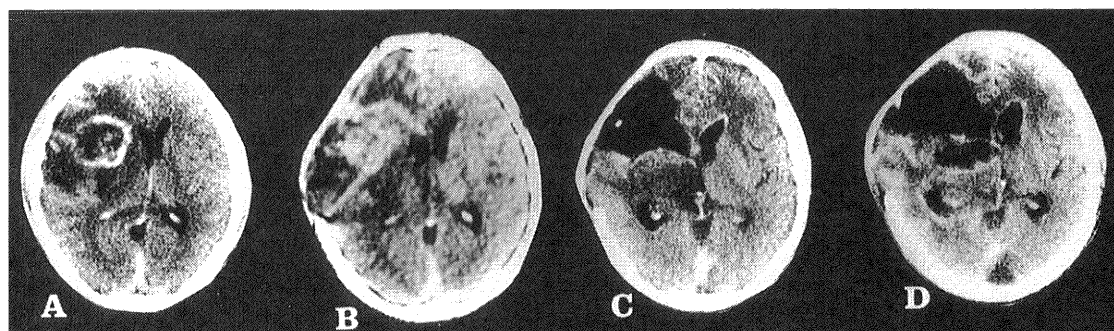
Serial CE-CT scans of a left frontal subcortical anaplastic glioma. A: Before treatment. B: At the recurrence: The CE lesion extends to the ipsilateral periventricle. C: At 1.2 months after the re-operation of recurrent tumor. The CE lesion extends to the periventricle of corpus callosum. D: At 4.5 months after the recurrence. The CE lesion extends to the contralateral and extensive ipsilateral periventricles.
